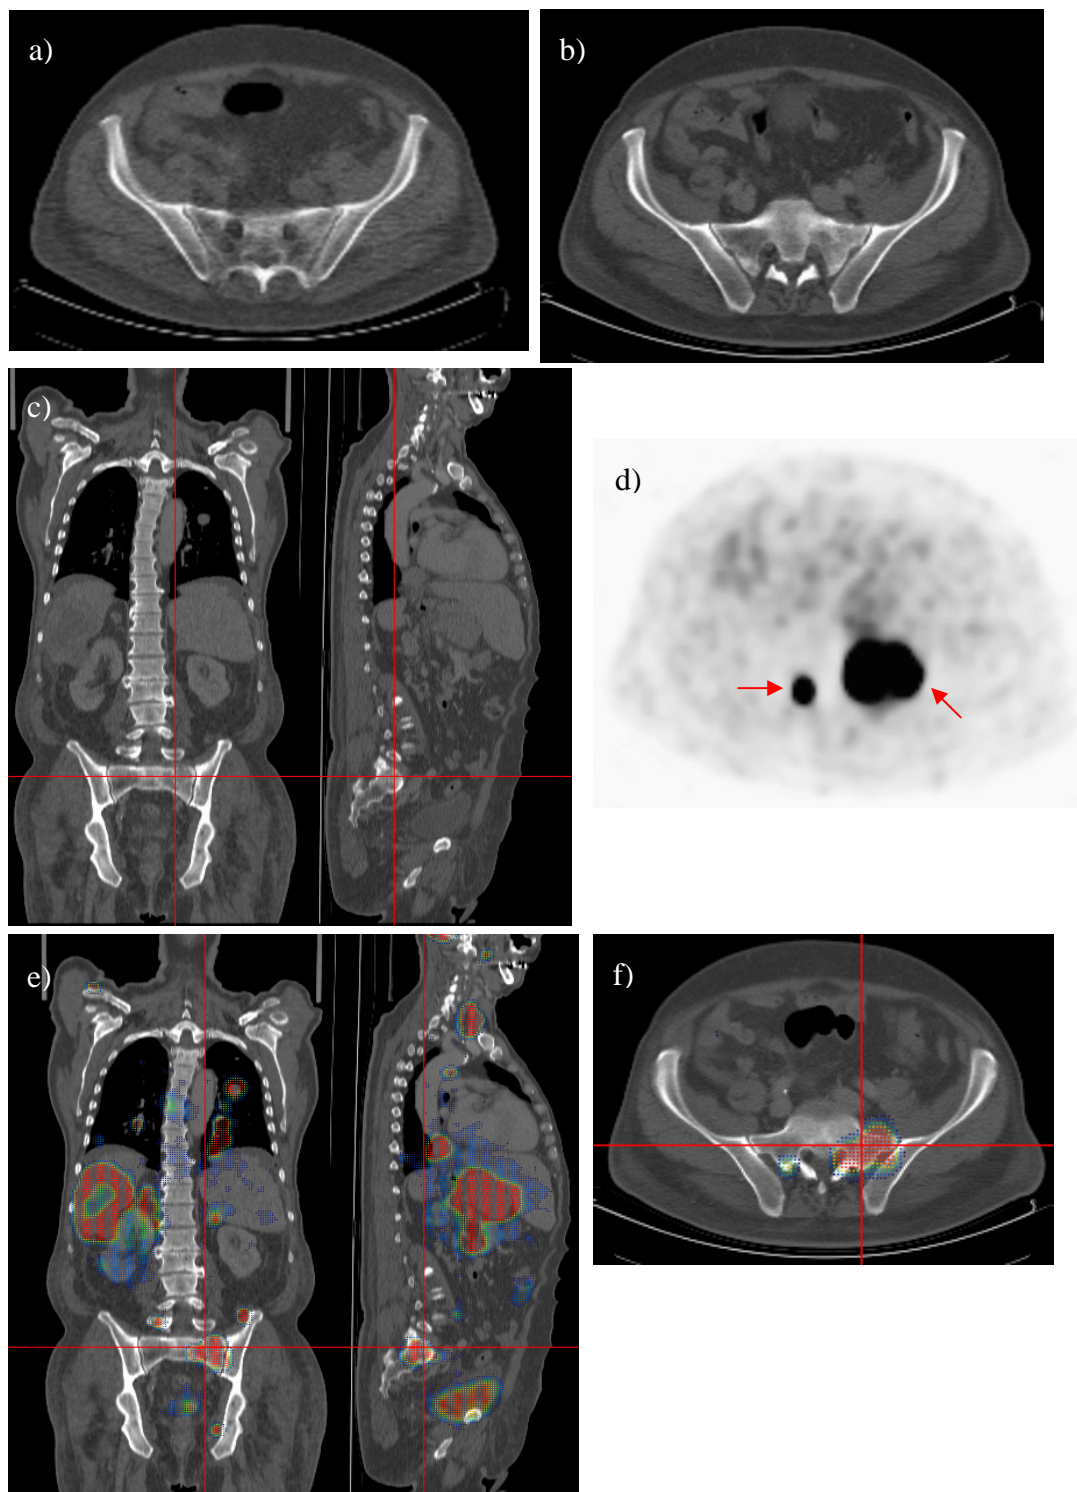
Falsch-negative Knochenmetastasen in der CT, 66-jähriger Patient
